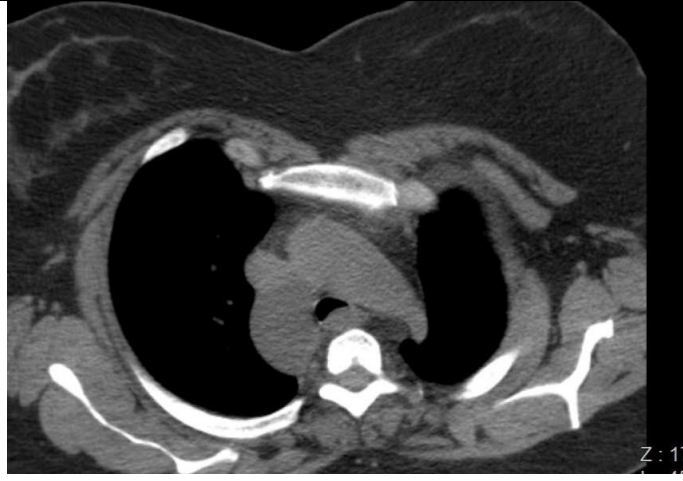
59 yaşında kadın olgu aksiyal BT kesitinde arka mediastende, iyi sınırlı sferik paravertebral kitle, schwannom
